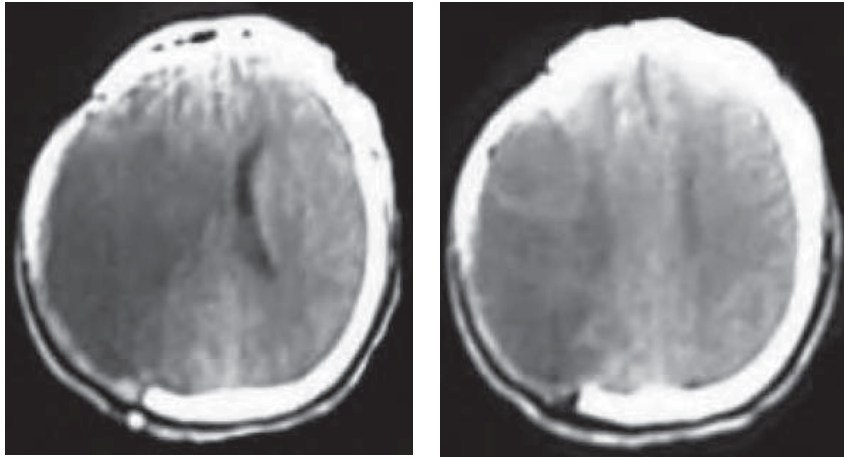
/23.- TAC de cráneo. Cirugía decompresiva en gran infarto hemisférico derecho.
